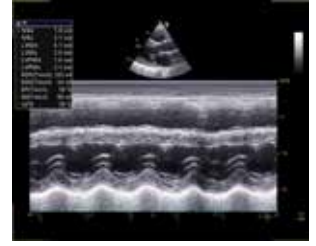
The echocardiographic findings after renal transplantation.
